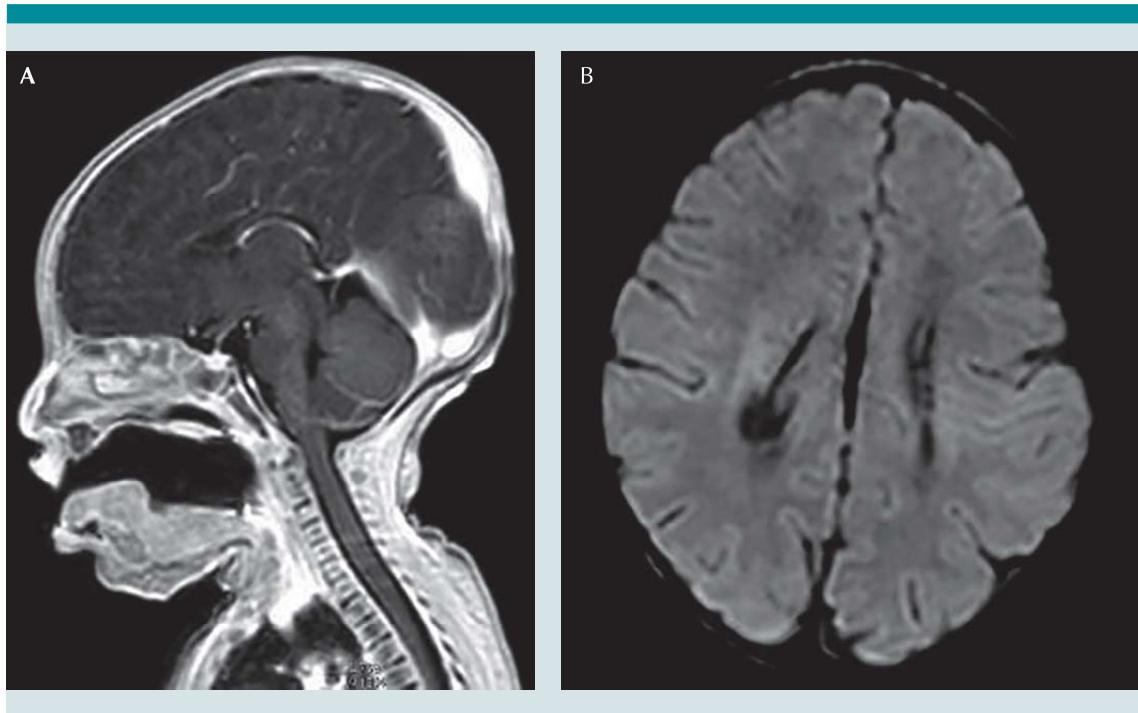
A) Resonancia magnética cerebral. Corte sagital T1. Adelgazamiento del cuerpo calloso. B) Resonancia magnética cerebral. Corte transversal flair. Asimetría de ventrículos laterales.
